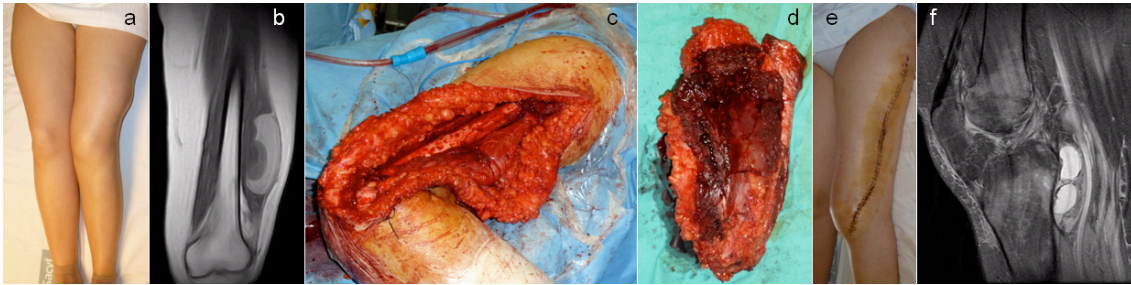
Sarcoma sinovial del muslo estadio IV de AJCC: aspecto clínico (a); visión coronal de RM (b); detalle intraoperatorio de la resección, con márgenes amplios (c); pieza de resección (d); aspecto clínico postoperatorio inmediato tras cierre directo (e); y visión parasagital en RM de recidiva local del tumor 6 meses después de la intervención quirúrgica.
